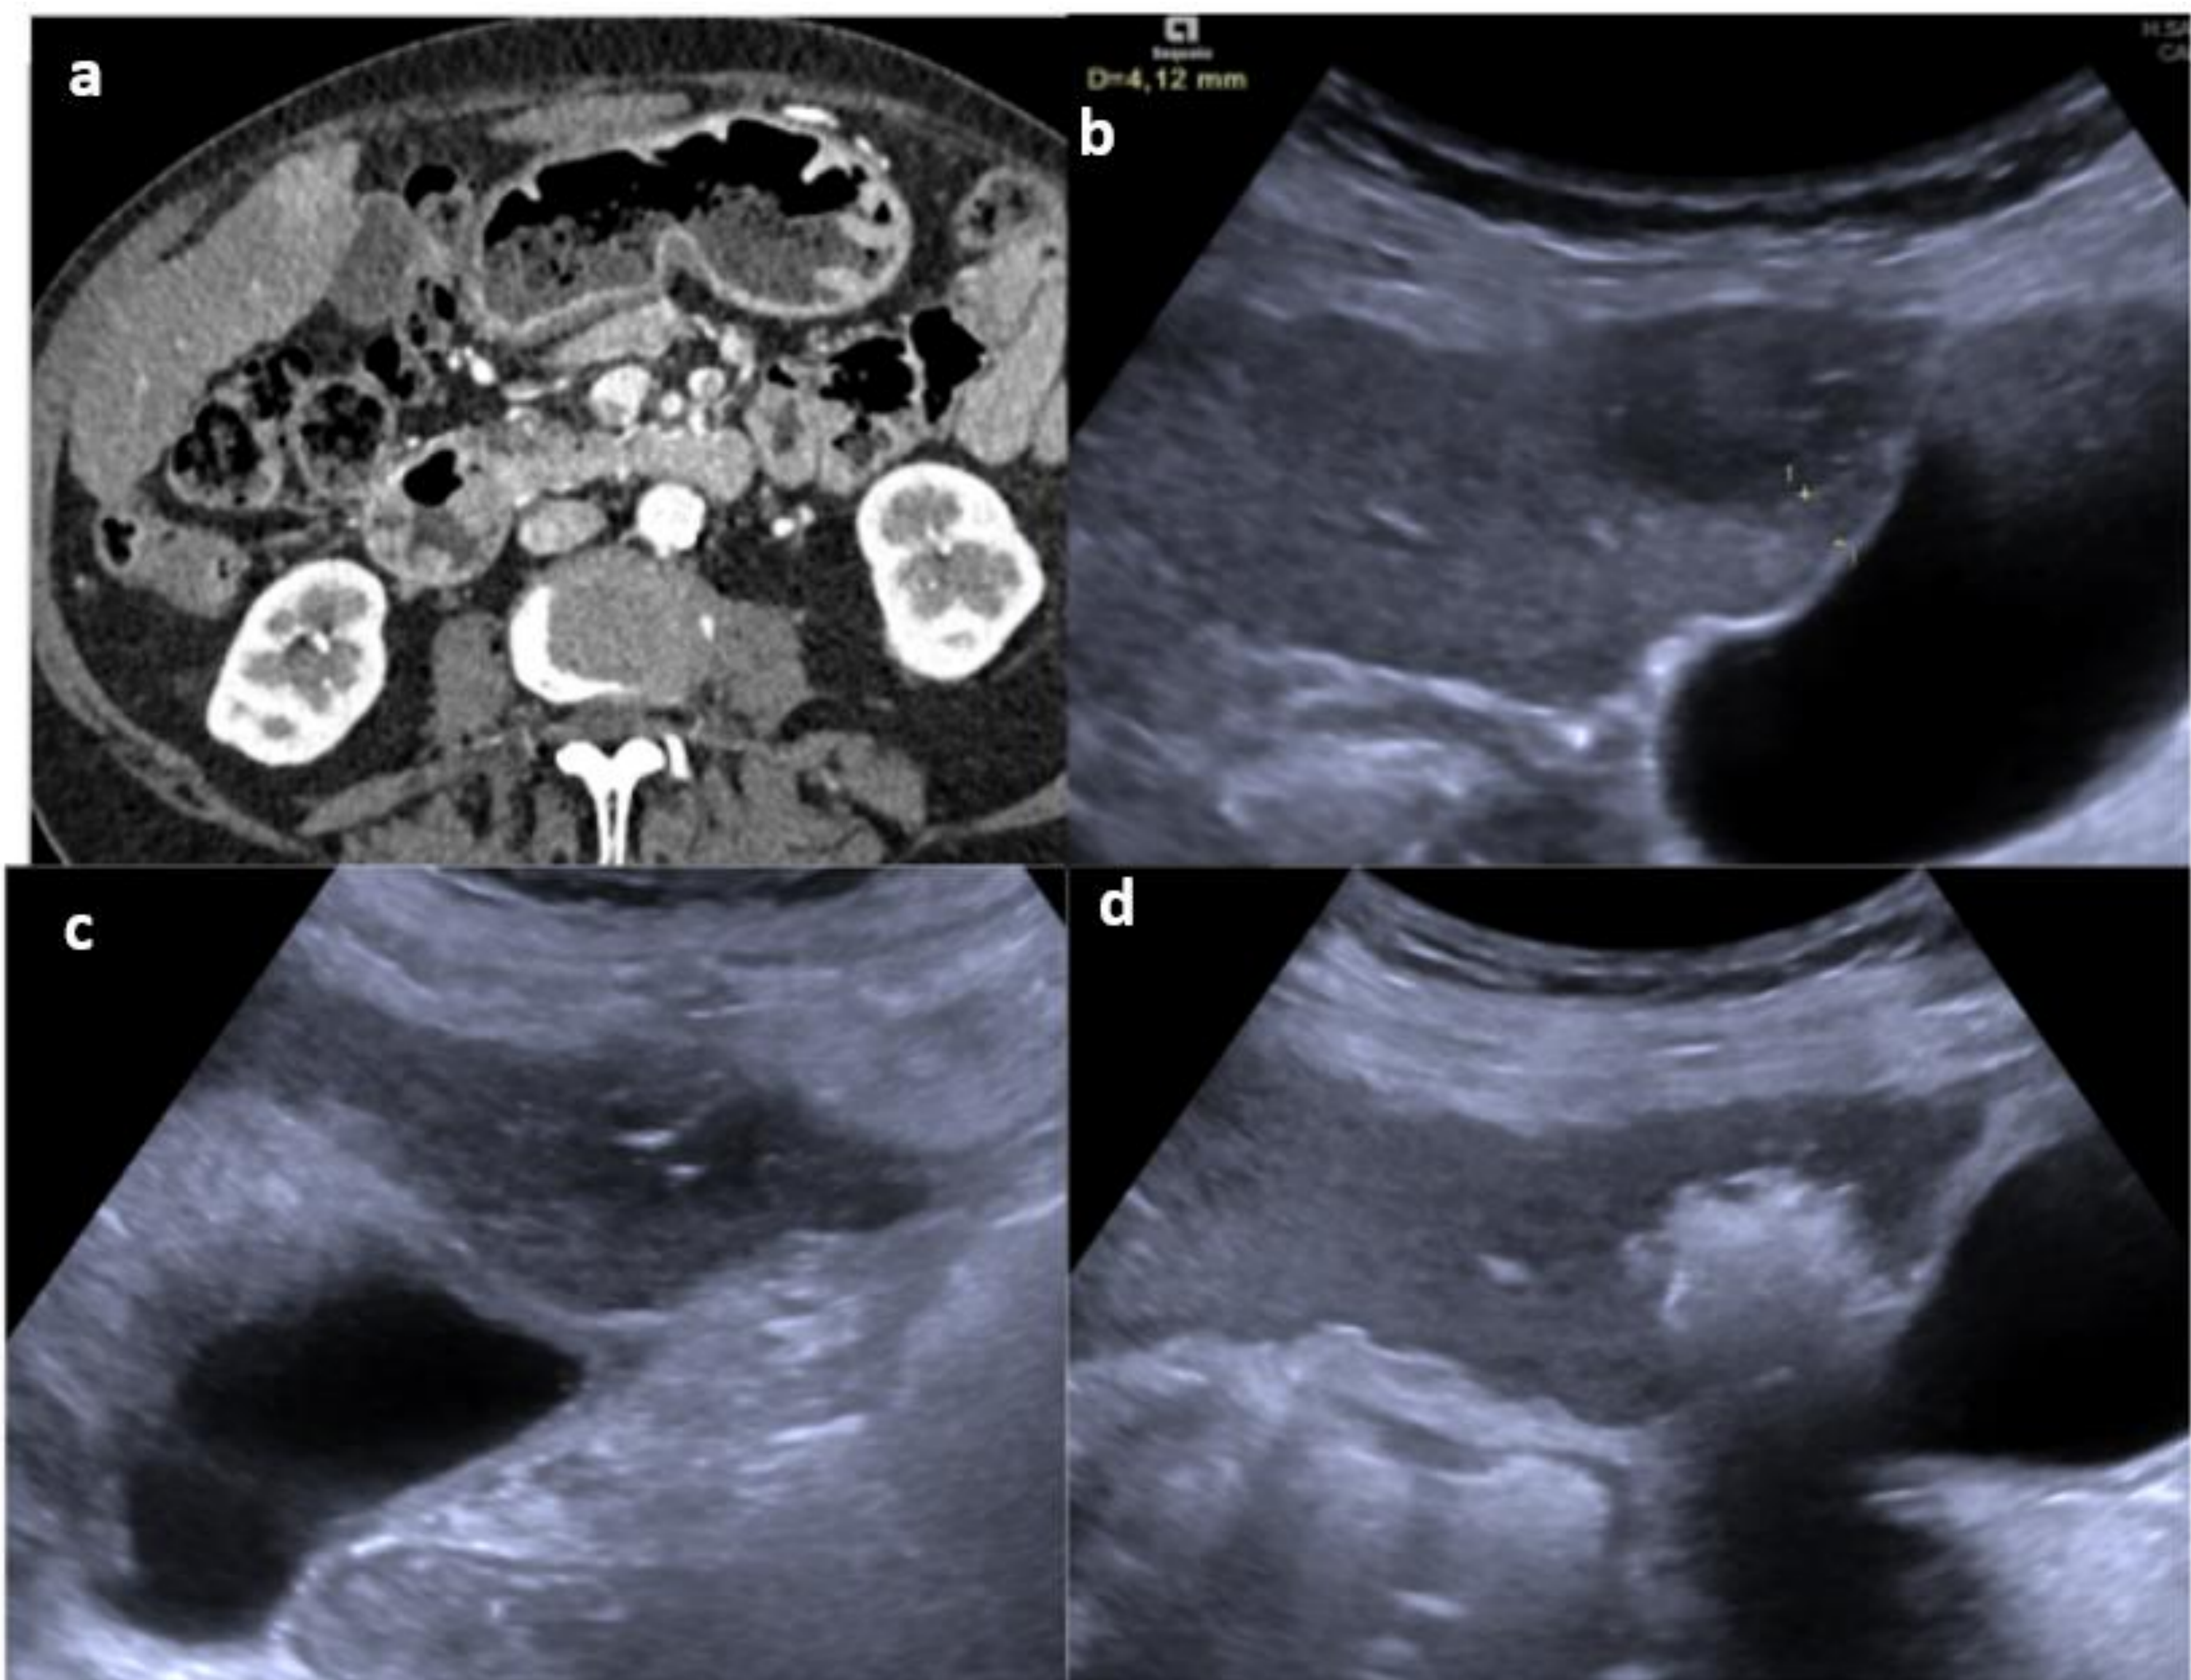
a: TC en fase arterial con CHC perivesicular en segmento V a menos de 1 cm de vesícula. b-d: tratamiento con IPE donde se observa la localización intratumoral de la punta de la aguja (c) y la ecogenicidad producida por la buena difusión intratumoral del etanol (d).
